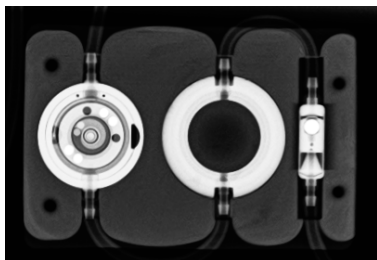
Radiografia della Valve Board con proGAV 2.0 con Prechamber, lombare destra
